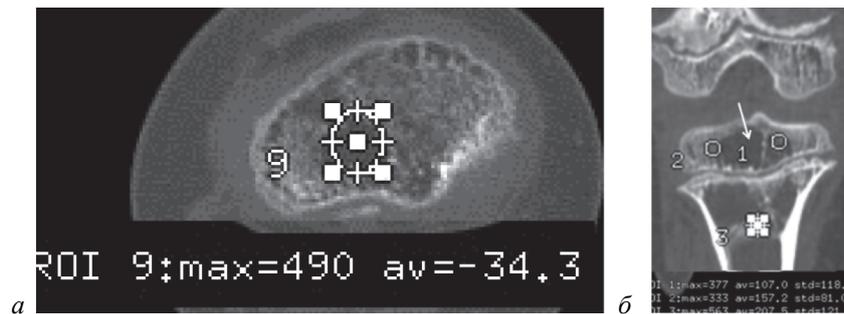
МСКТ коленных суставов и верхней трети голени больного Б., 9 лет:
